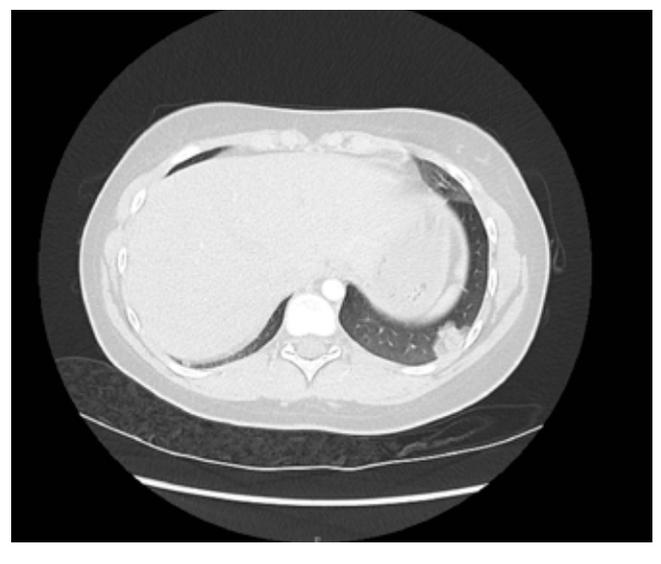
Angio TDM fenêtre parenchymateuse : zone de densification à base pleurale : infarctus latéro-basal gauche
